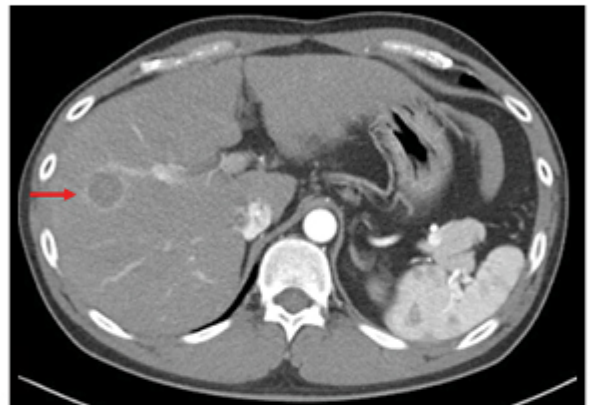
(C). RFA 후 CT, 종양과 주변조직의 완전괴사가 관찰된다.
